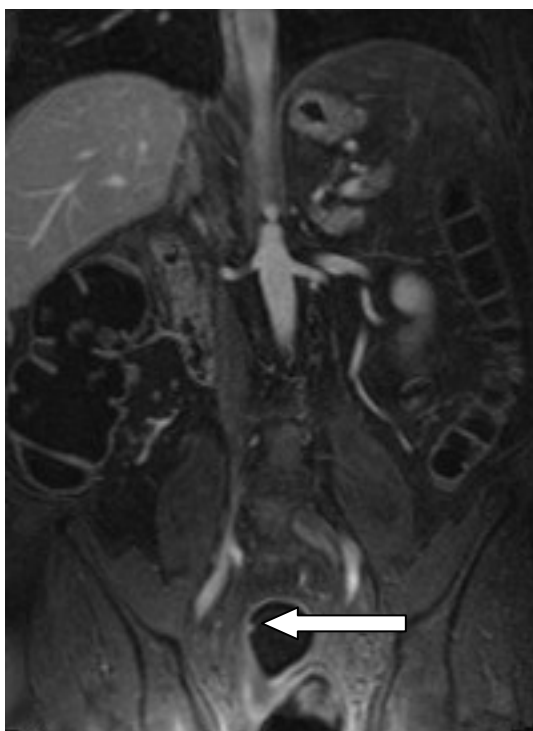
Es zeigt sich eine gute Kontrastaufnahme in der Darmwand während der MRT-K und eine ausreichende Stuhlkontrastierung. Der kleine Rektumpolyp ist durch die hohe Kontrastaufnahme gut zu erkennen. Die Leberkontrastierung kann im Vergleich zur Beurteilung der Kolonwandkontrastierung herangezogen werden
